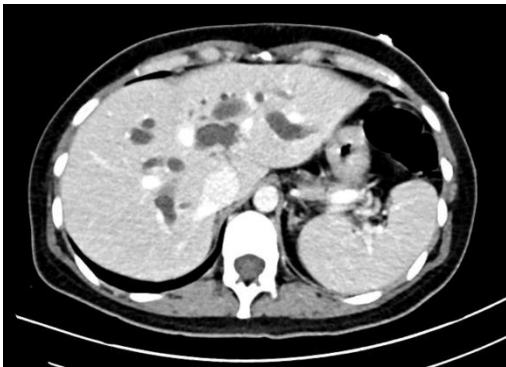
TC contrastada de abdome demonstrando dilatação das vias intra e extra-hepáticas, além de dilatação do colédoco.
